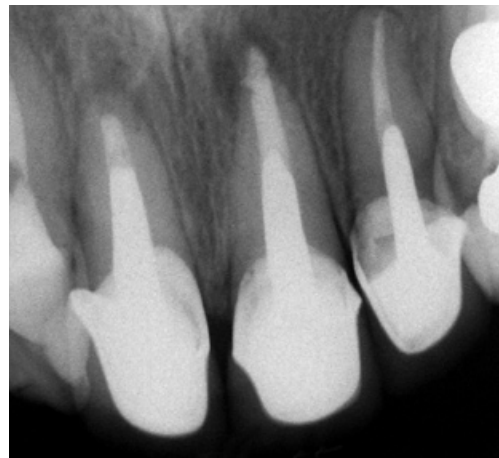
Radiografia 36 meses após a obturação dos canais
